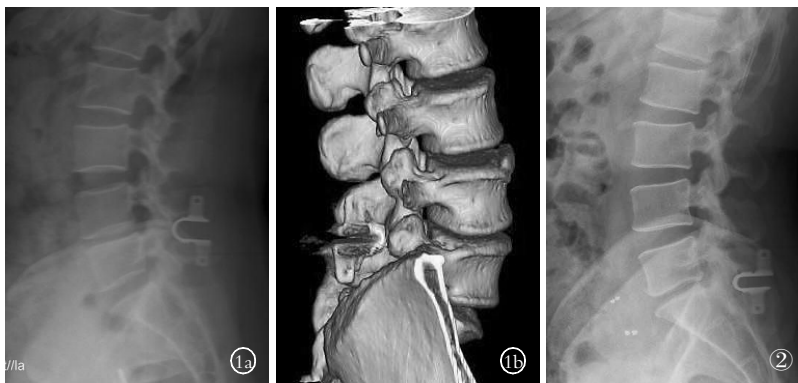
患者,女,43 岁 1a. L_{4,5} 棘突间植入 Coflex 动力内固定装置 1b. Coflex 系统植入后 6 个月 CT 复查并行三维重建,内固定装置已牢固置于棘突间,腰椎生理曲度无改变 图 2 患者,男,40 岁, L₅S₁ 棘突间植入 Coflex 系统时将其上下翻转,偏前的固定翼可牢固置于下位 S₁ 节段棘突上,避免了 S₁ 节段棘突过小无法提供足够支撑的问题
